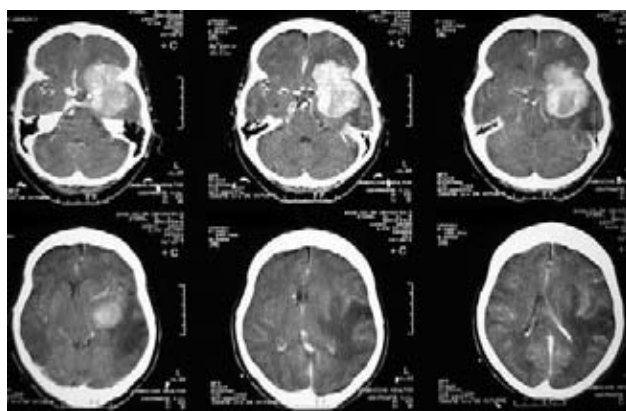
Tomografía de cráneo con contraste en cortes axiales. Muestra lesión frontotemporal izquierda, compatible con meningioma meningotelial.
